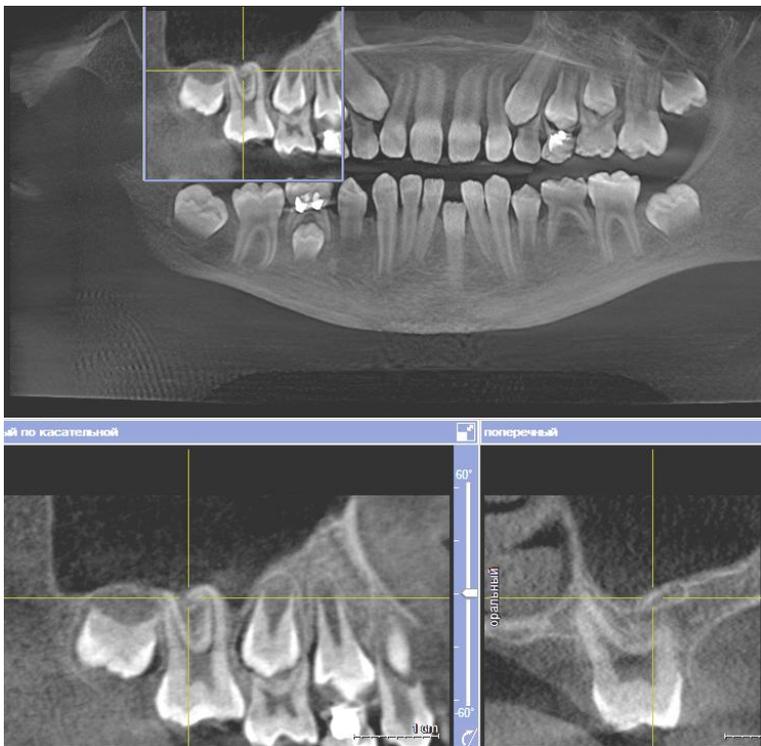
А. Трехмерная компьютерная томограмма челюсти у пациентки 9 лет. Анкилоз зуба 3.1., отсутствует периодонтальная мембрана зуба 3.1. Клинически: неполное прорезывание, звонкий звук при перкуссии, нарушение окклюзии
